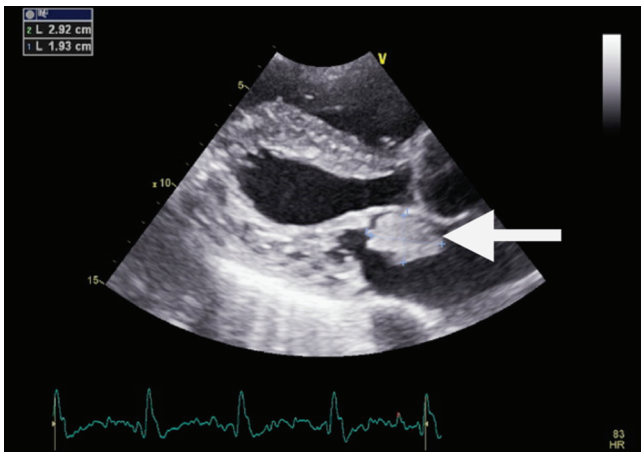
Image échographique du myxome de l'atrium gauche mesurant 22 mm de diamètre.
